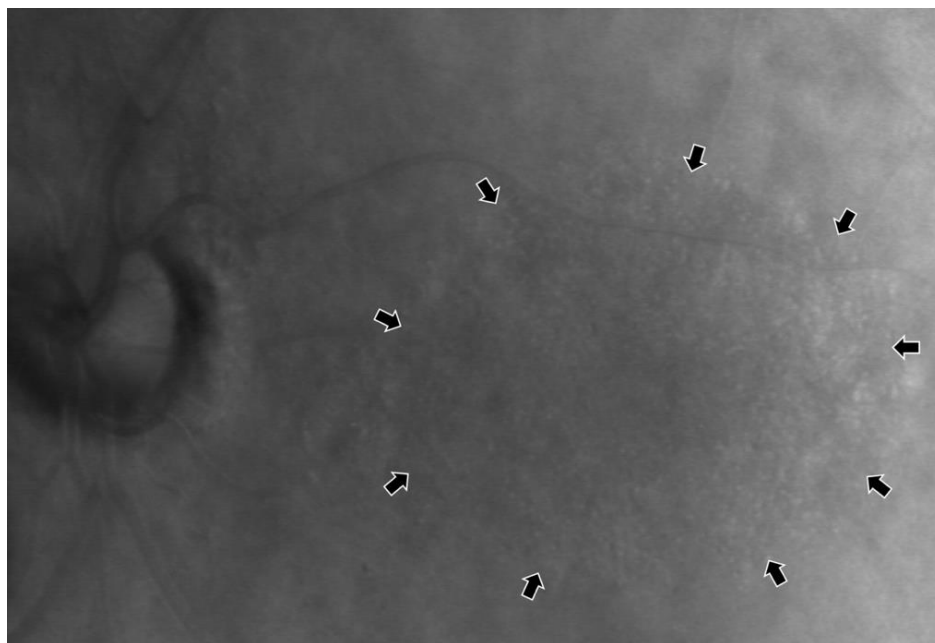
Пациент О., 37 л., ИБ Г11323\15 OS Контузия глазного яблока, сублюксация хрусталика I степени, перелом медиальной и нижней стенок орбиты. Visus OS = 0,5 с коррекцией. Изображение глазного дна в ретро-режиме сканирующего лазерного офтальмоскопа: визуализируется область патологической «зернистости» (граница обозначена стрелками).
